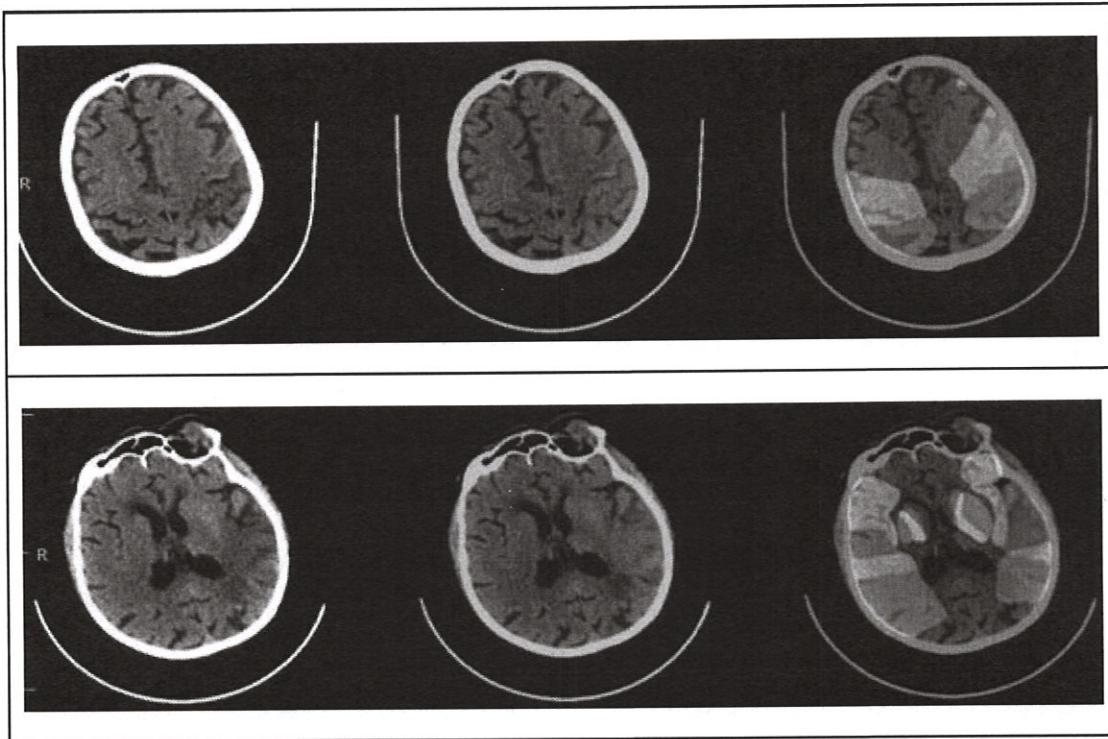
пример выделения зоны интереса ишемии и локализации зон мозга для оценки по шкале ASPECTS
